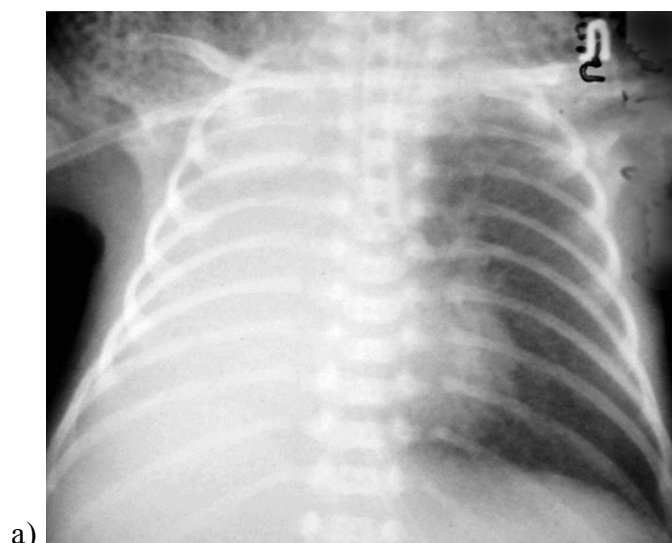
а. Тотальный ателектаз правого легкого вследствие низкого расположения эндотрахеальной трубки (на уровне VI грудного позвонка) у недоношенного ребенка в возрасте 5 суток жизни с РДС II ст. (а - обзорная рентгенограмма ОГК в возрасте 3 суток жизни, б – контрольная рентгенограмма через 1 сутки - левосторонний напряженный пневмоторакс).
